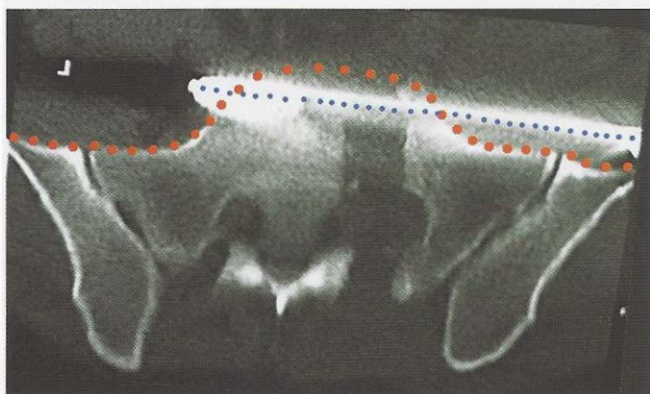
Corte axial de tomografia computadorizada ao nível de S1, onde foi colocado um parafuso sacroilíaco.
